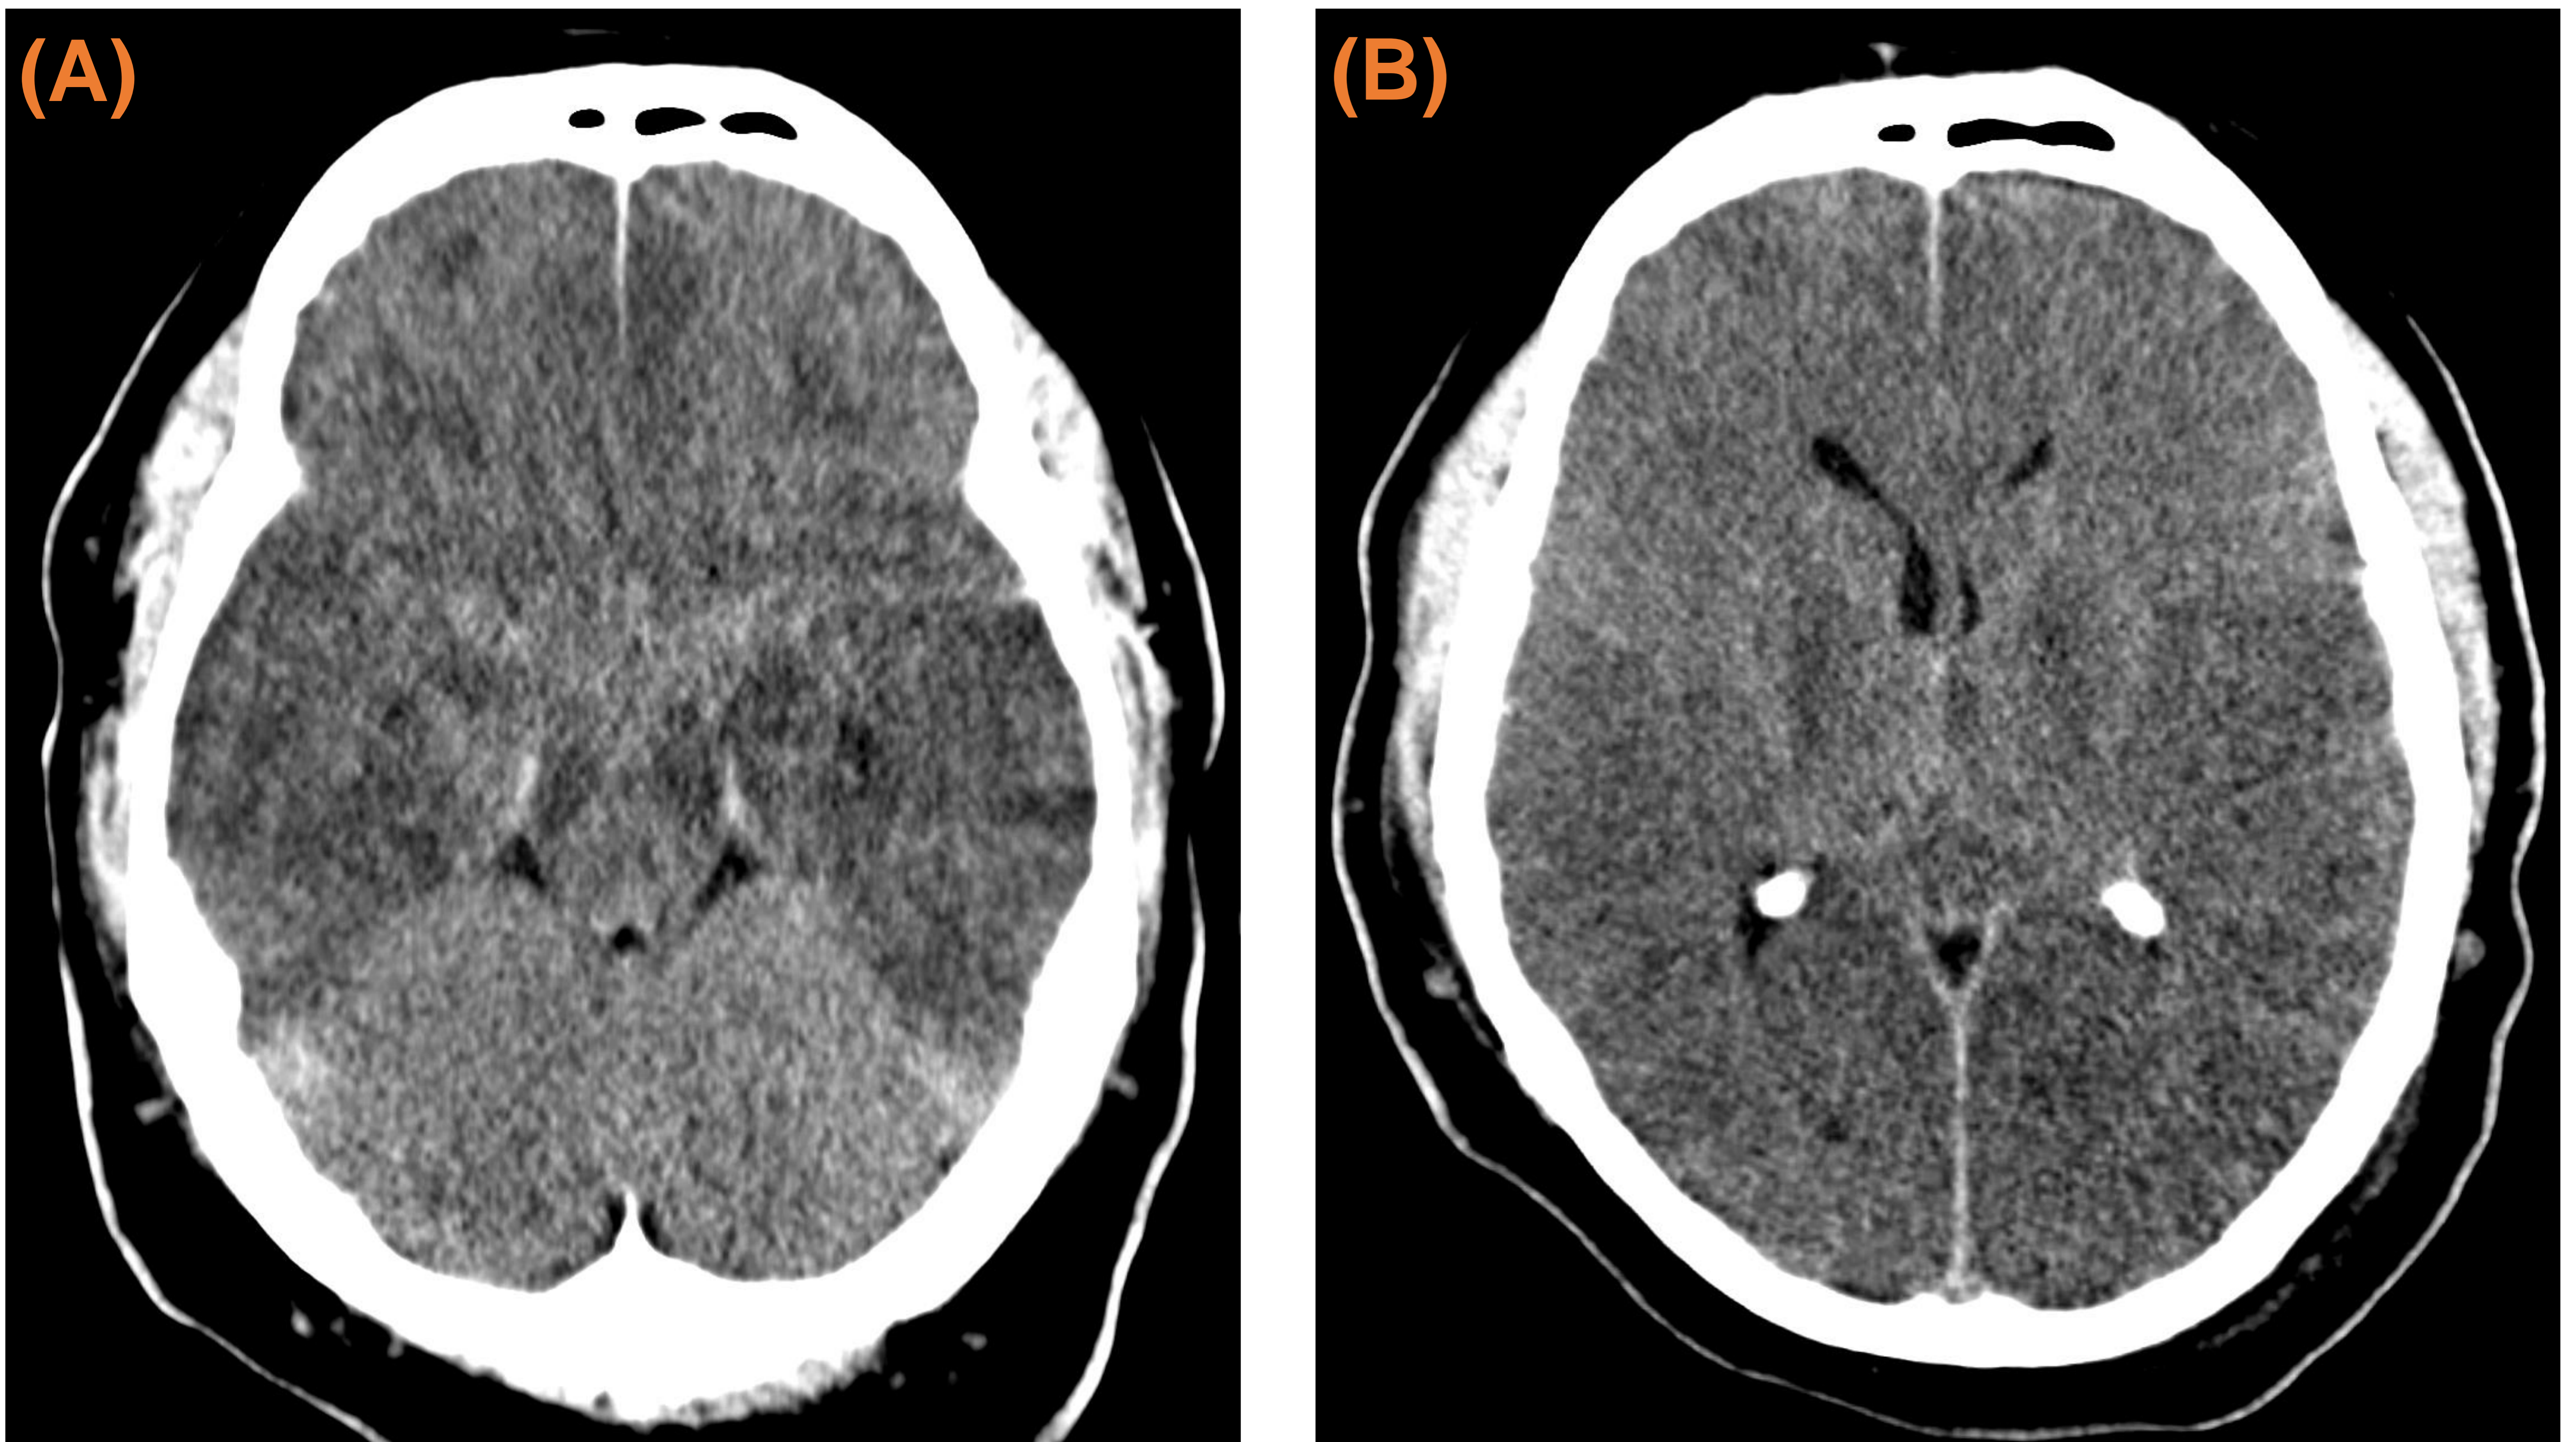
Cortes axiales de TC cerebral basal. Paciente con PCR recuperada. Signos del “cerebelo blanco” (A) y “pseudo-HSA” (A) y (B).
